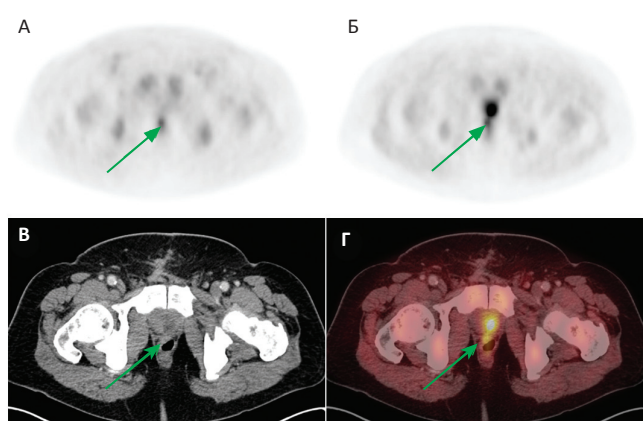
Рецидив в ложе удаленной опухоли. А, Б – на ПЭТ-исследованиях в аксиальной проекции на первом и втором этапах в ложе предстательной железы (кзади от цистуретероанастомоза) отмечается очаговое повышение накопления РФП до maxSUV 3,12 и 3,55 соответственно; В – КТ с в/в контрастированием в аксиальной проекции: в ложе удаленной предстательной железы визуализируется узловое образование до $1,8 \times 1,1$ см с умеренным накоплением рентгеноконтрастного препарата; Г – ПЭТ/КТ в аксиальной проекции (второй этап): отмечается очаговое накопление РФП в ложе удаленной предстательной железы, соответственно определяемому на КТ узловому образованию
